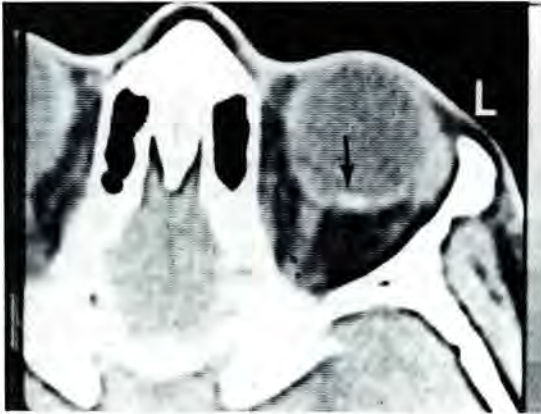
Caso 3. La tomografía axial computarizada demuestra una pequeña placa de densidad ósea, situada temporalmente al nervio óptico en el ojo izquierdo.
